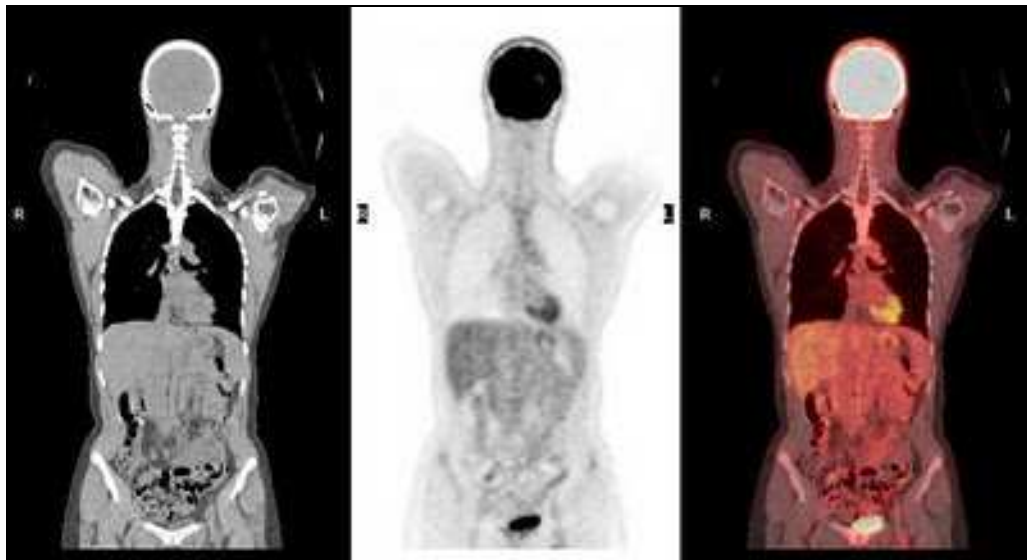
Imagem CT, Imagem PET, Imagem PET/CT.
